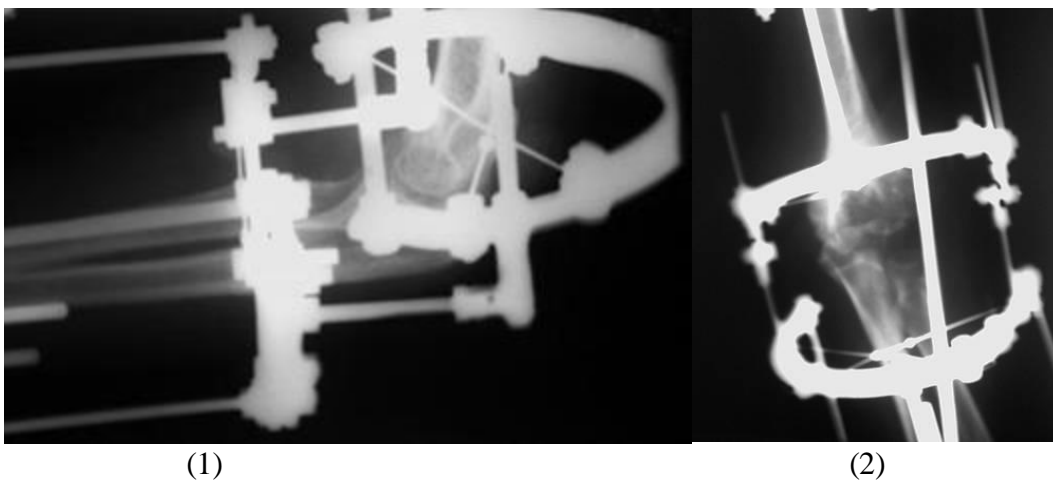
Рентгенограми хворої Д. після операції в бічній (1) і прямій (2) проекціях
